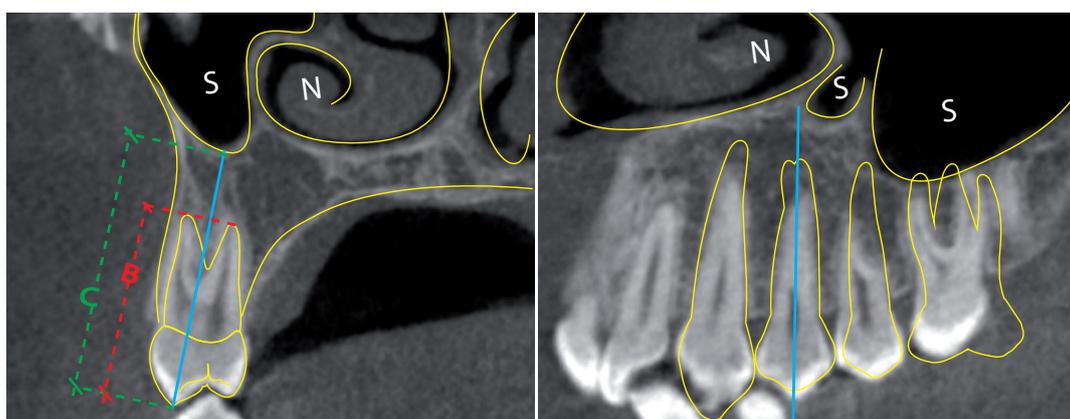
Medición de las variables cuantitativas en CBCT del primer premolar.
